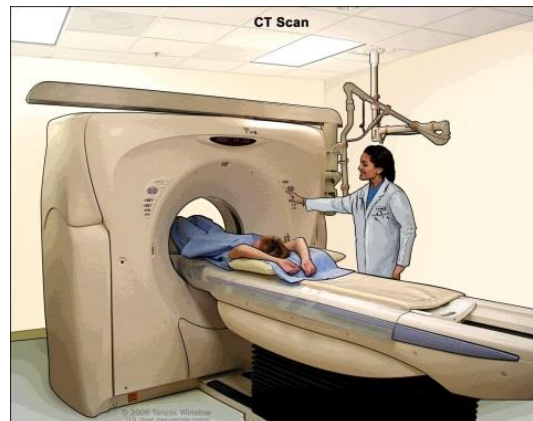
máquina utilizada en tomografía axial computarizada (TAC)
